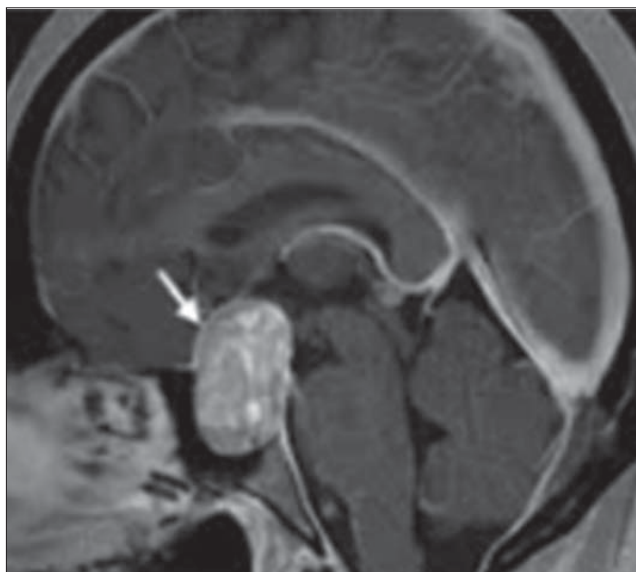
Макроаденома гіпофіза (МРТ головного мозку пацієнтки Р.)
